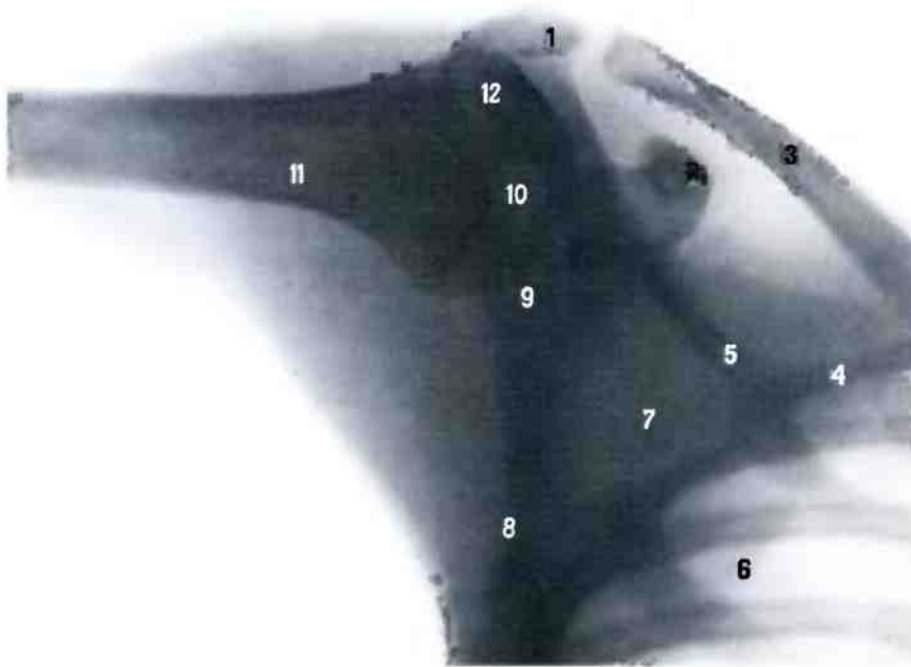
Плечевой сустав, правый (рентгенограмма). (Рука отведена.)
